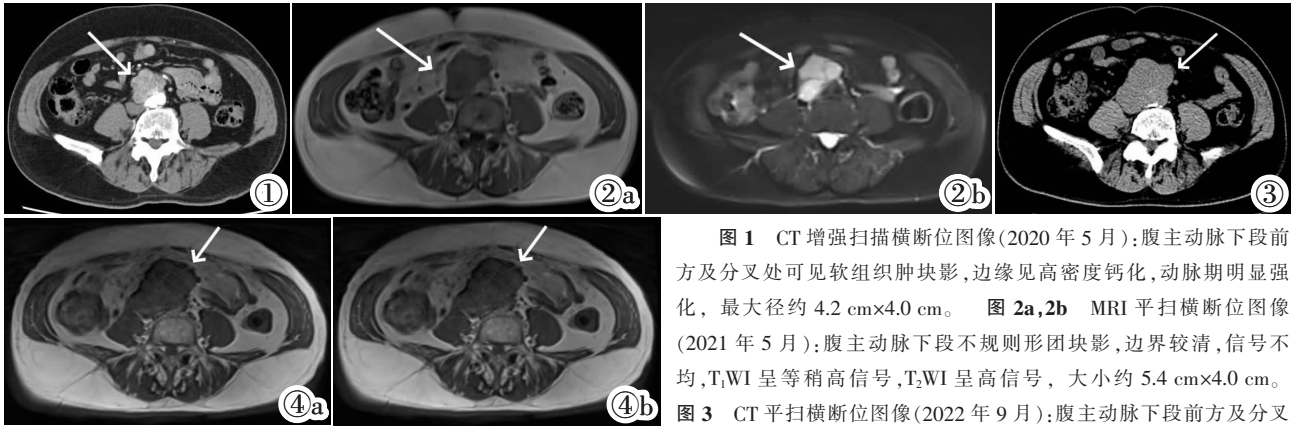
CT 增强扫描横断位图像(2020 年 5 月):腹主动脉下段前方及分叉处可见软组织肿块影,边缘见高密度钙化,动脉期明显强化,最大径约 4.2 cm×4.0 cm。图 2a,2b MRI 平扫横断位图像(2021 年 5 月):腹主动脉下段不规则形团块影,边界较清,信号不均,T₁WI 呈等稍高信号,T₂WI 呈高信号,大小约 5.4 cm×4.0 cm。
